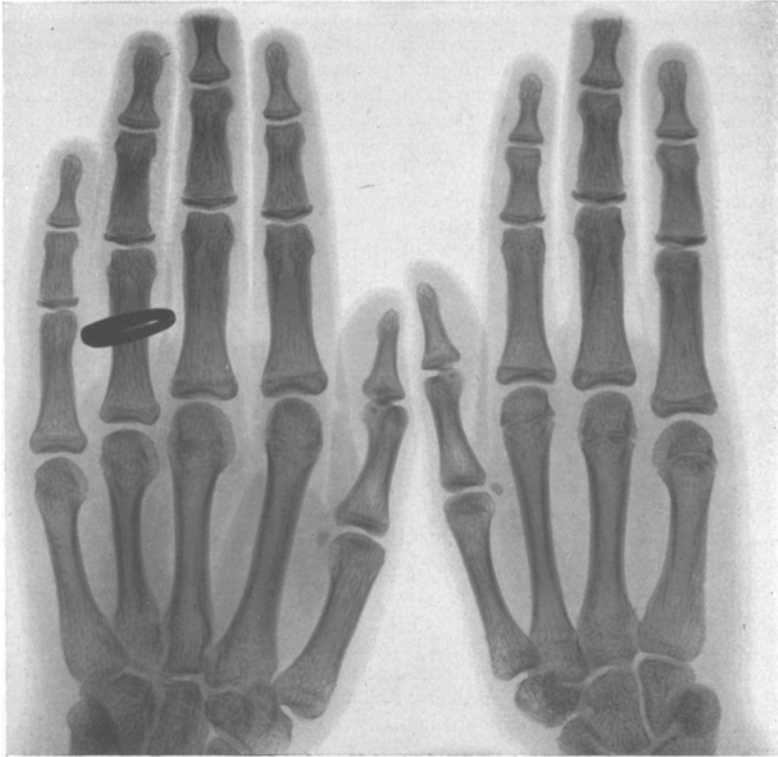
Fall 2. Hände von dem Geschwisterkind der Mutter der Patientin. (Röntgenaufnahme von Dr. Heilbron.)
